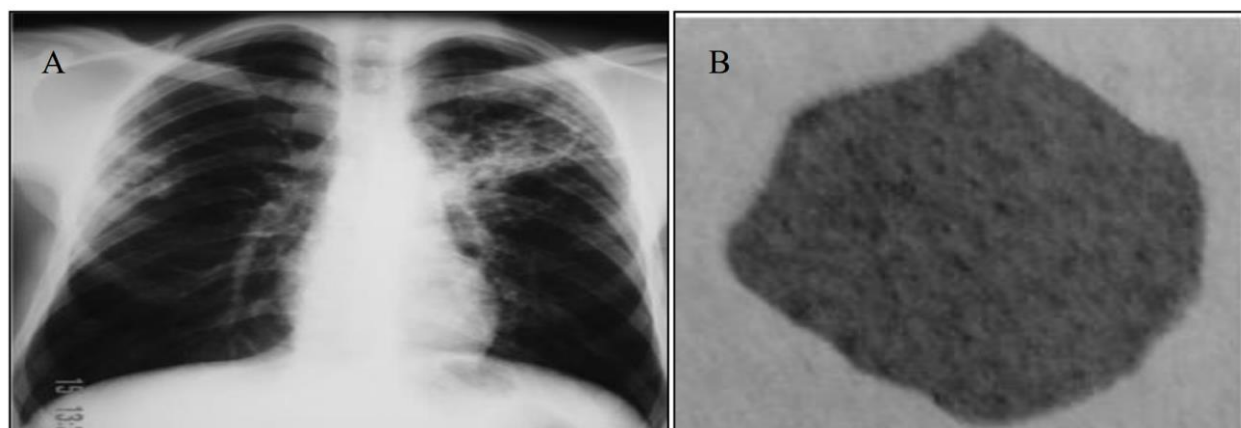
Radiographie du thorax au cours de la TP[30,31].
